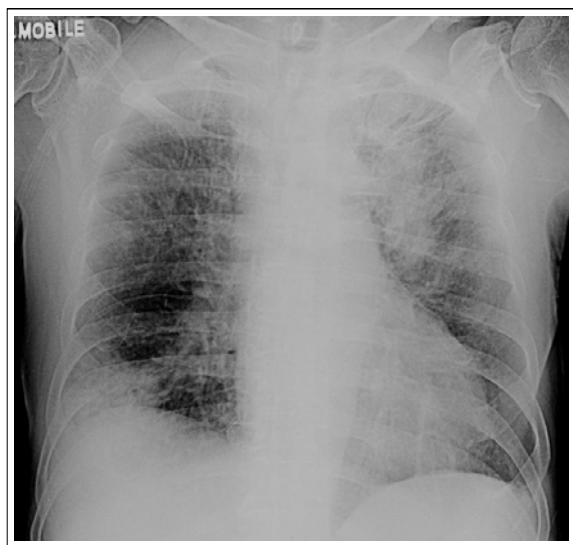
A chest radiograph on admission demonstrates pneumonic infiltration in left upper lung field and right lower lung field.
